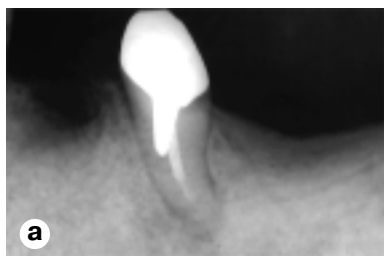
Неправильная фиксация эндодонтического штифта: а — нарушено соотношение наружной и внутриканальной частей; б — ось штифта не соответствует оси канала. Перфорация канала. Рентгенограммы.
